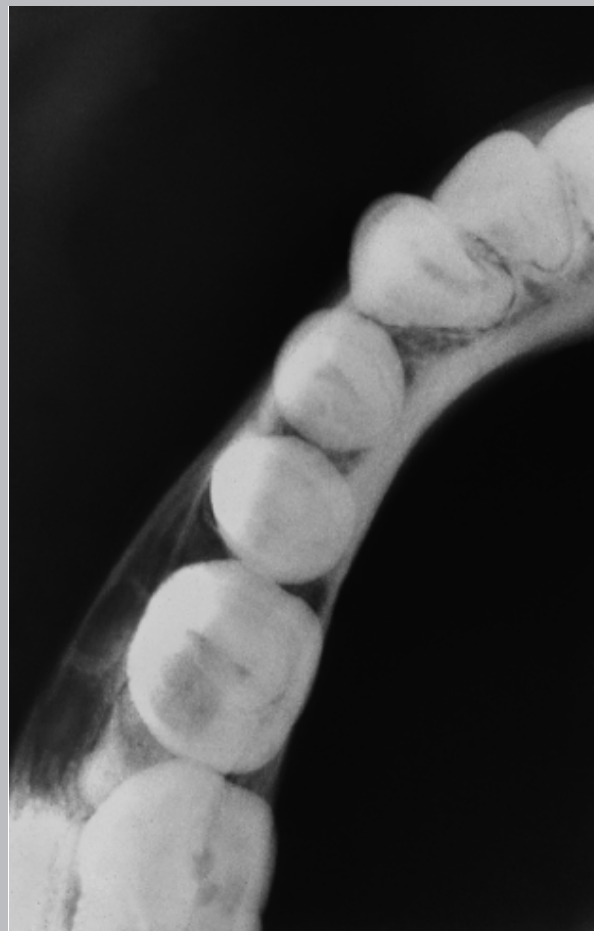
Adulto joven. Radiografía retroalveolar y oclusal. Zona de primer molar y segundo premolar derechos. Se observa área radiolúcida tabicada de límites tenuemente definidos en relación a sus raíces. Lesión que se ha descrito como imagen similar al encordado de una “raqueta de tenis”, aspecto que se aprecia en ambas radiografías. En radiografía oclusal se observa discreta expansión de la tabla vestibular.
